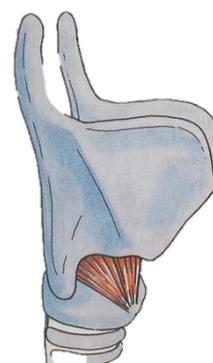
CT (Calais-Germain, 2020)
